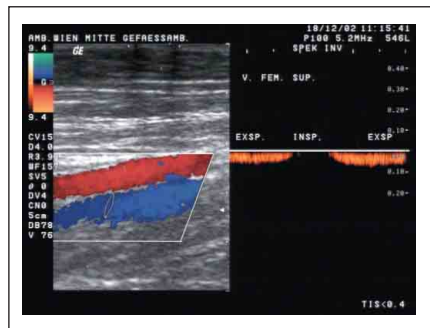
Atemmodulation im Doppler, bei Inspiration Abnahme des Flusses im Bereich der unteren Extremität
